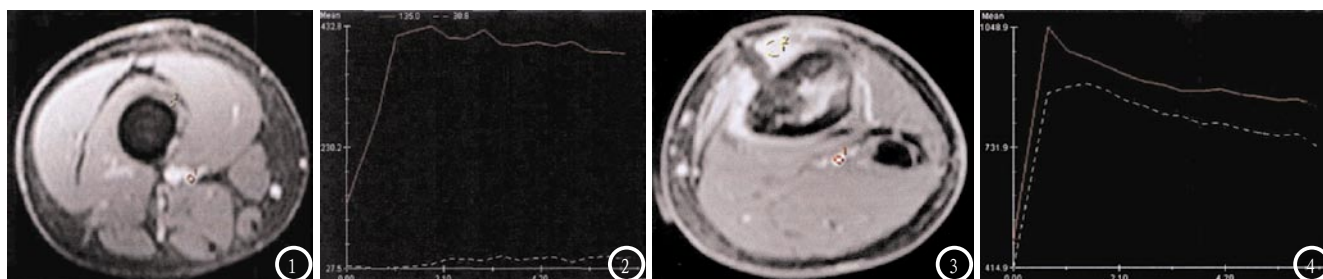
为同一患者DCE-MRI检查分析图像。图3-4 为另一患者DCE-MRI检查分析图像。
